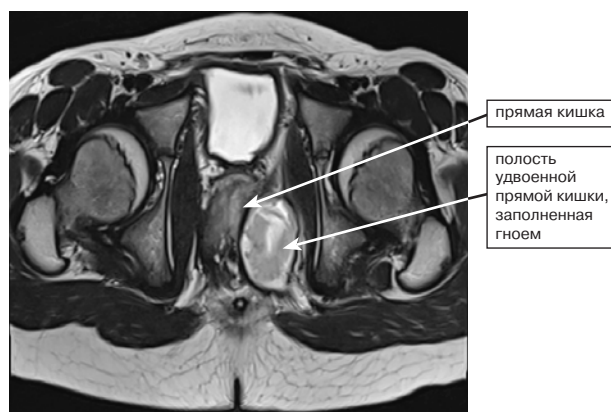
МРТ органов малого таза
